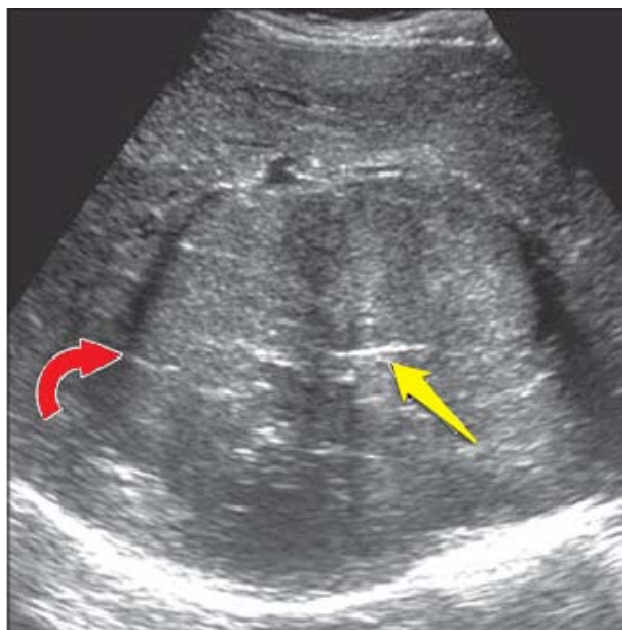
Carcinome hépatocellulaire fibrolamellaire à l'échographie prenant l'aspect d'une large masse échogène hétérogène (flèche rouge), la ligne hyperéchogène représentée par la flèche jaune est la cicatrice centrale [15].
